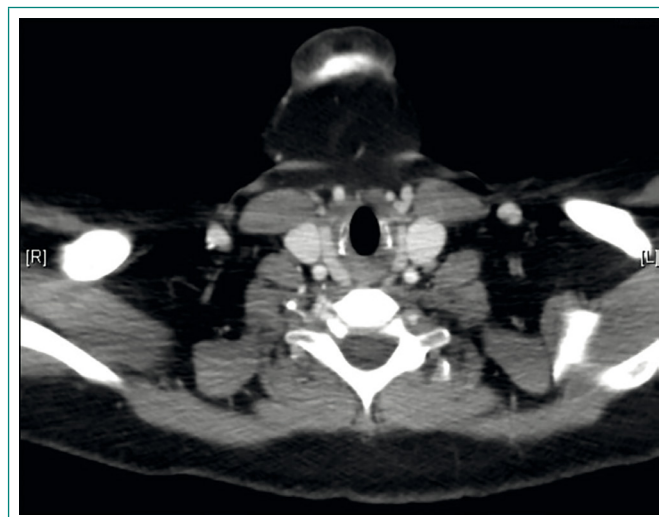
TC de cuello de control tras tratamiento: desaparición de las adenopatías patológicas
